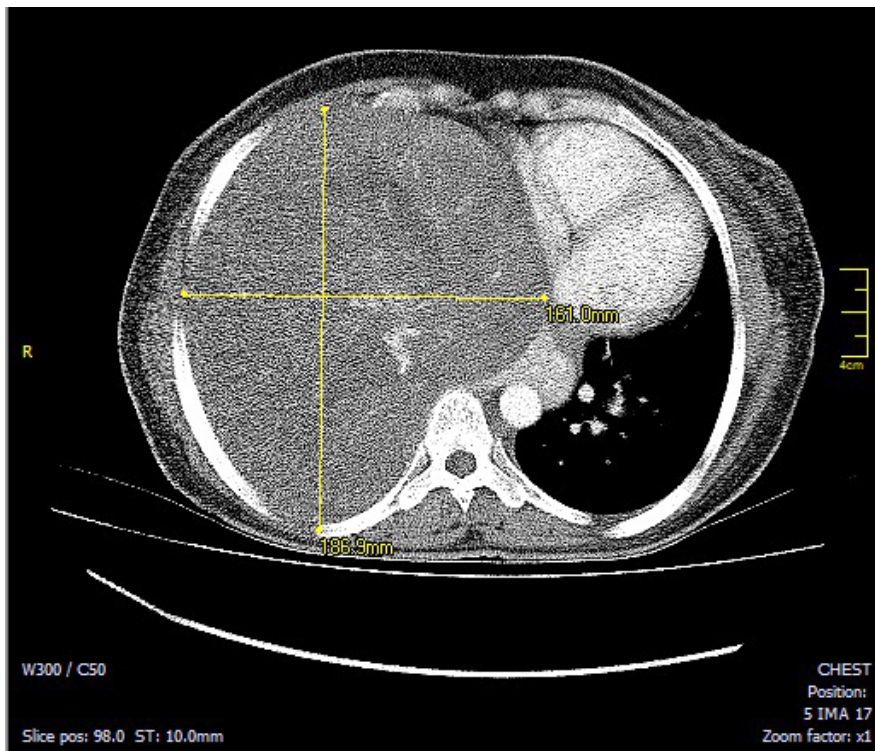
Corte axial en tomografía computarizada de tórax con contraste
